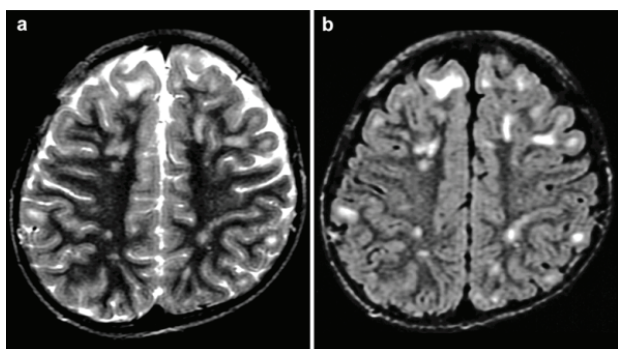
Modifications situated focal in the cerebral white mater of the frontal and parietal lobes. a) image in the T2 axial sequence on MRI b) image on the FLAIR sequence in a 9 year old child [3]
